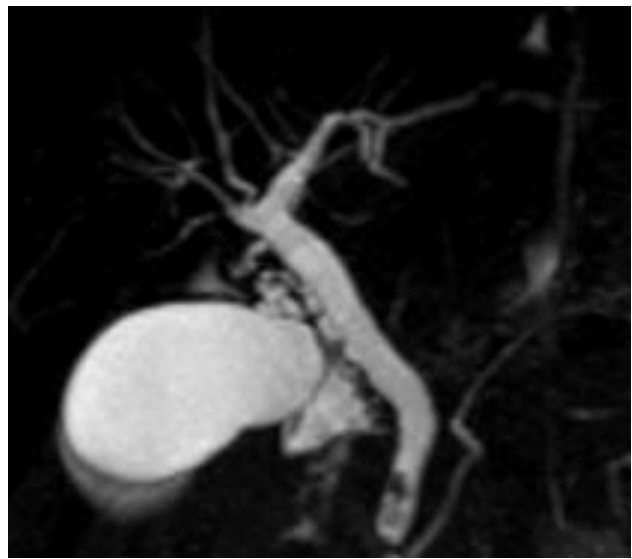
Colangiorresonancia reconstrucción MIP 3D, que muestra con mayor claridad dilatación de los conductos hepático común y colédoco, el cual presenta dos defectos de llenado intraluminal en su porción distal. Se visualiza el trayecto del conducto pancreático con calibre de 2 mm.
